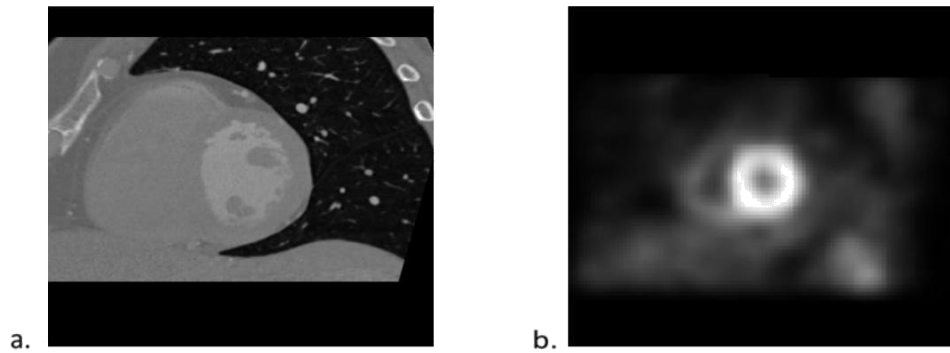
Cortes de imagen de ATC a) y SPECT b)
